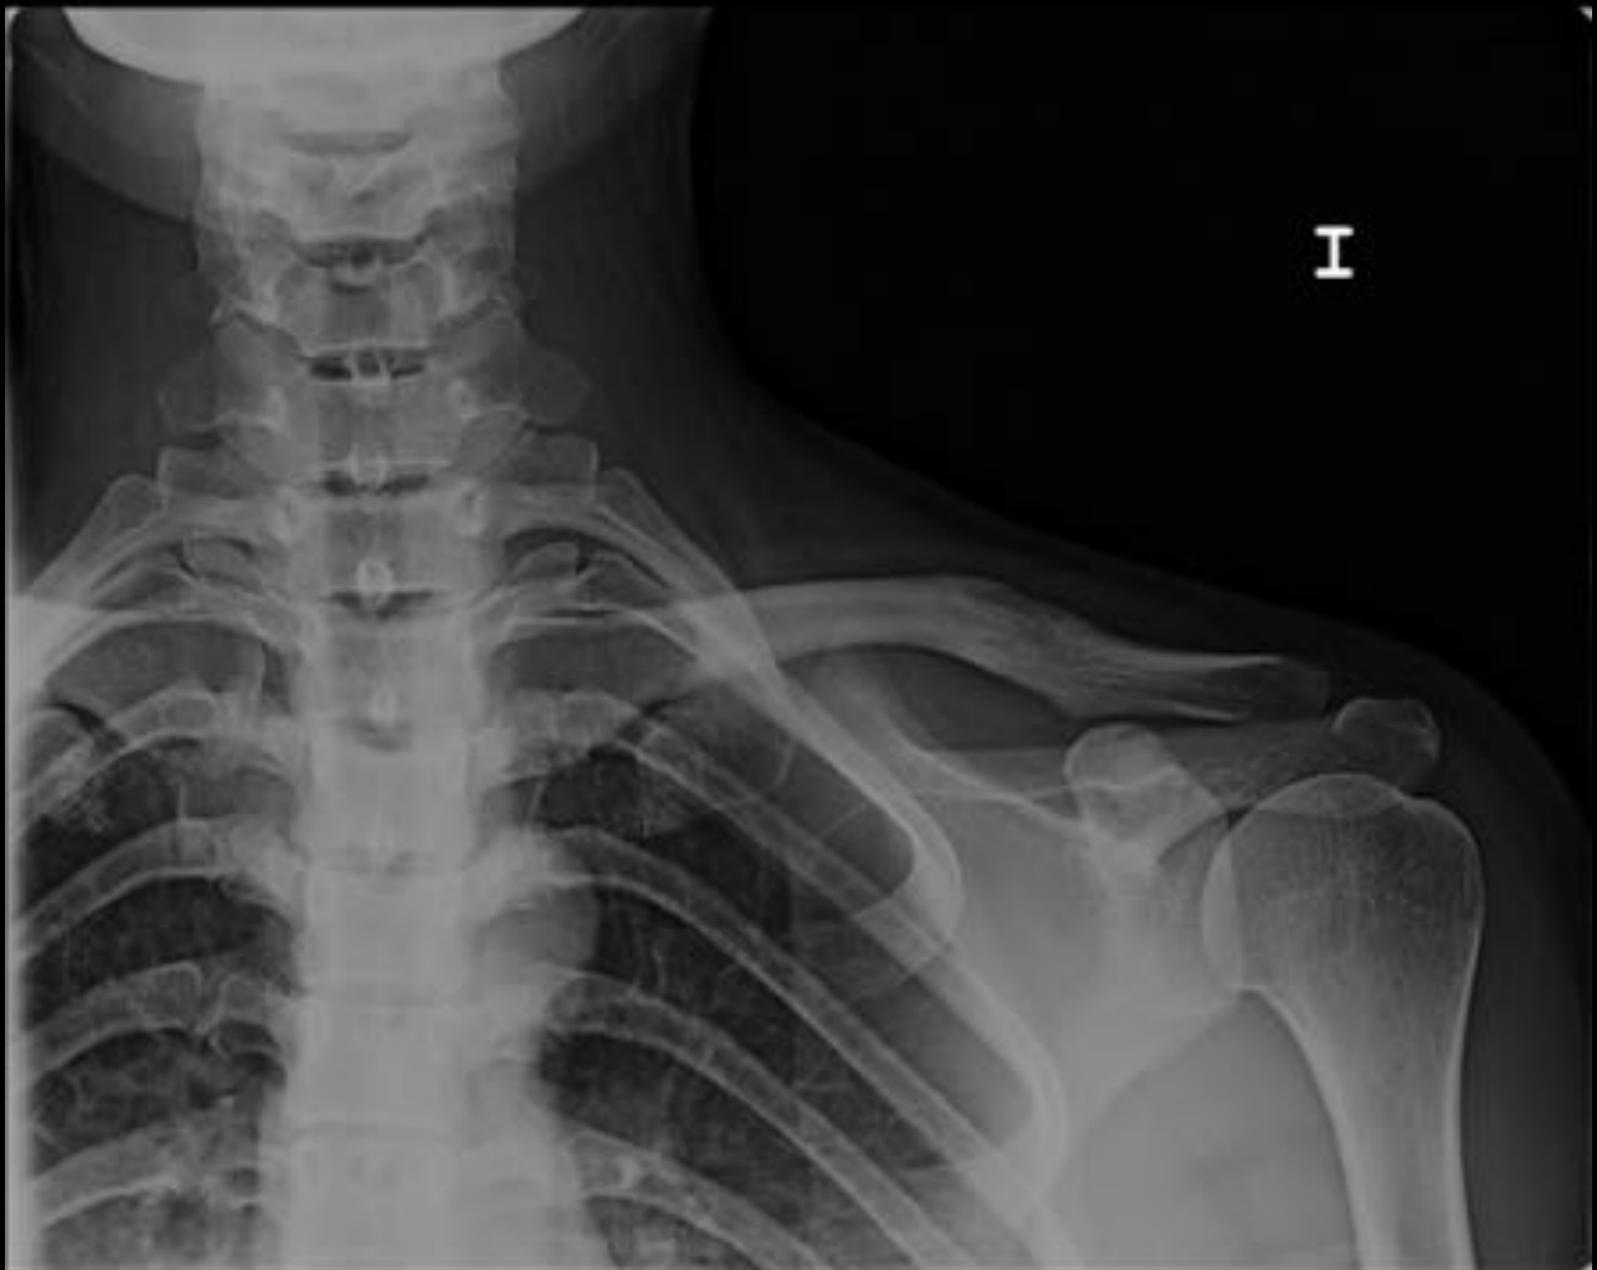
Radiografía AP de clavícula izquierda (6 meses tras el tratamiento quirúrgico).
